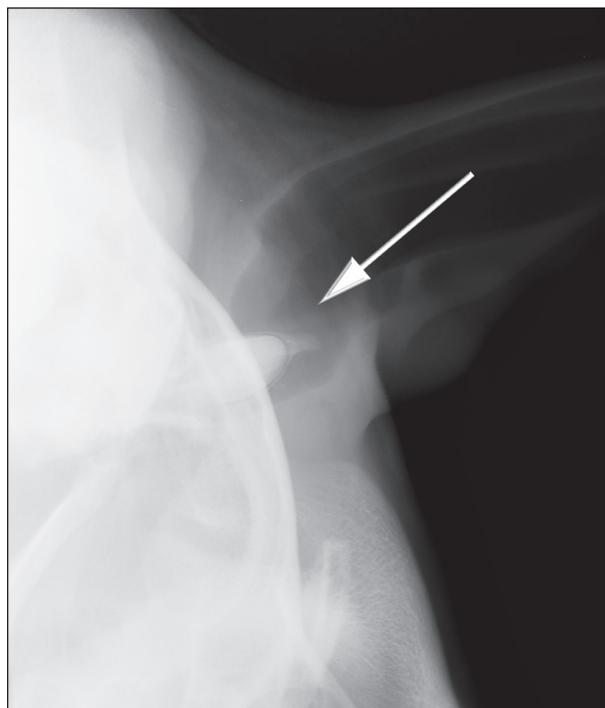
Röntgenaufnahme tangential zur Schwellung an der linken Ohrbasis. Die ektopische Zahnanlage ist als ovoide röntgendichte Struktur erkennbar.
